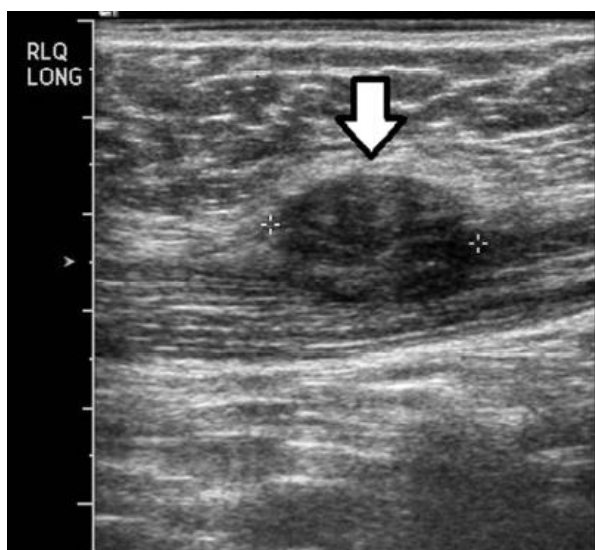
Ultrassonografia abdominal de uma tumoração de endometriose de parede abdominal.
